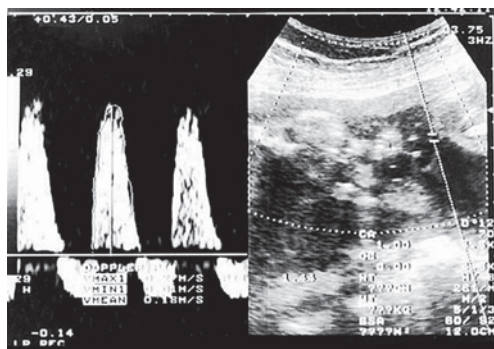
Recém-nascido com CIUR: Doppler-locimetria apresentando diástole reversa.
